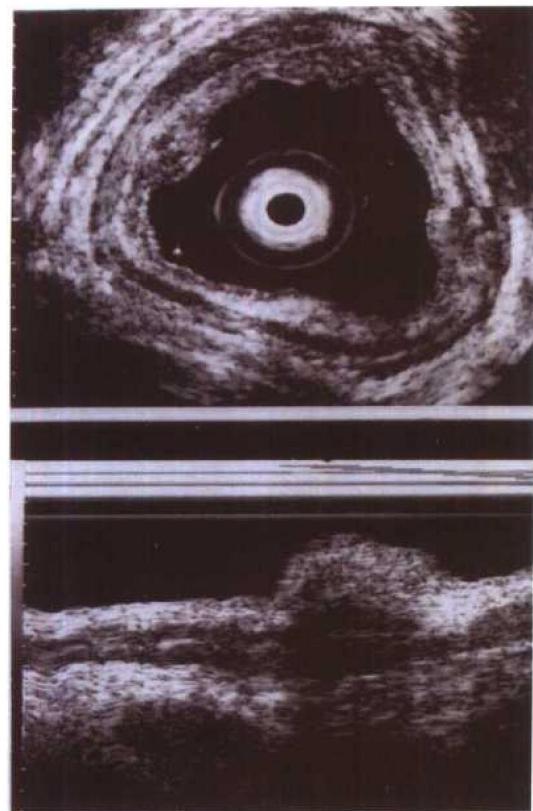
经内镜超声检查，可同时观察粘膜形态并对管壁结构进行超声扫描
